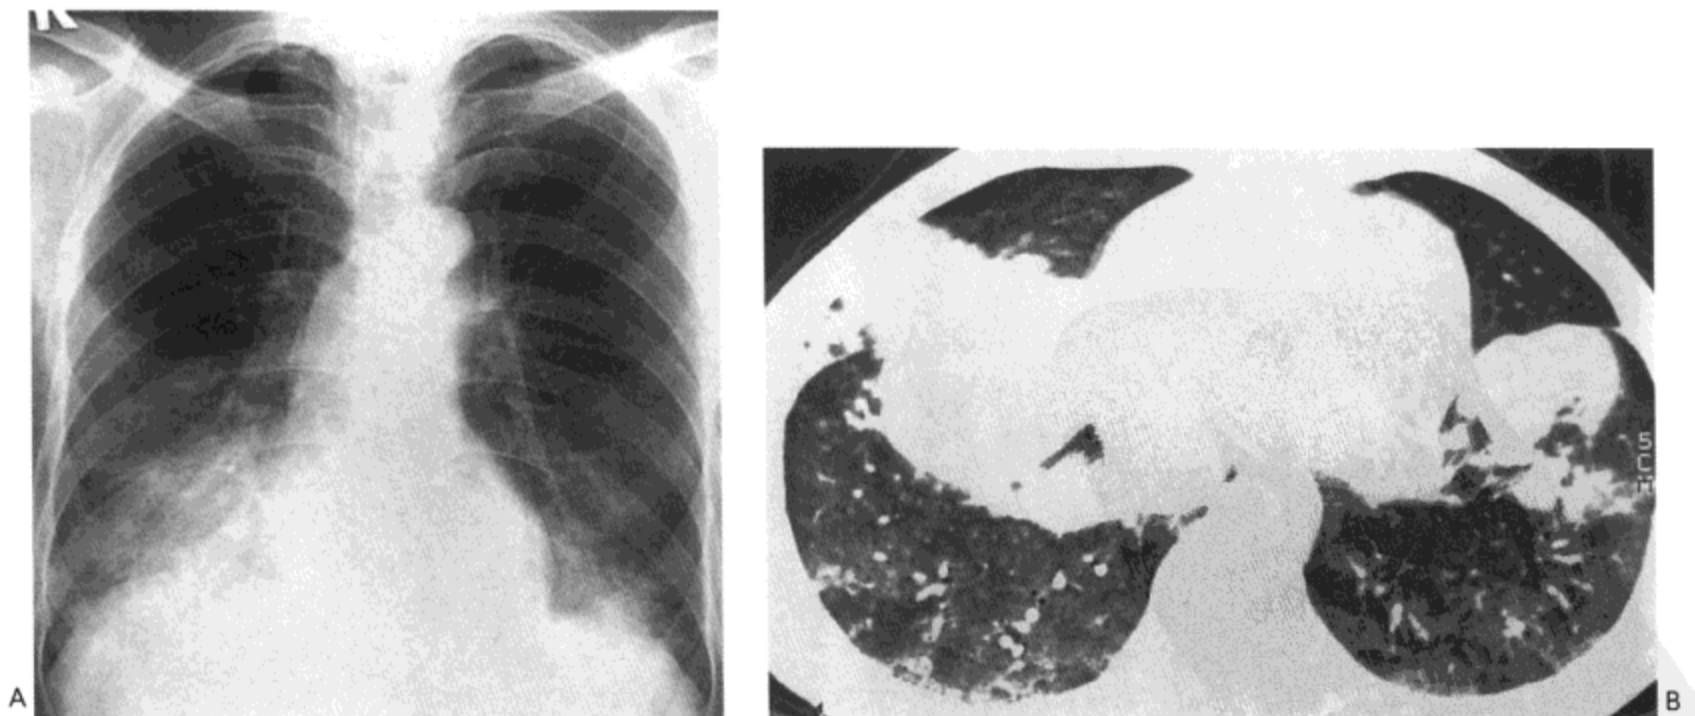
碳氢化合物性肺炎。A: 食入碳氢化合物后1天的X线胸片示双下肺的实变区。B: CT影像(10mm层厚)示双侧广泛磨砂玻璃影与片状肺实变。病人为一54岁男性(经同意选自Kim Kl, Kim CW, Lee MK等. Imaging of occupational lung disease. Radiographics 2001;21:1371-1391)。
